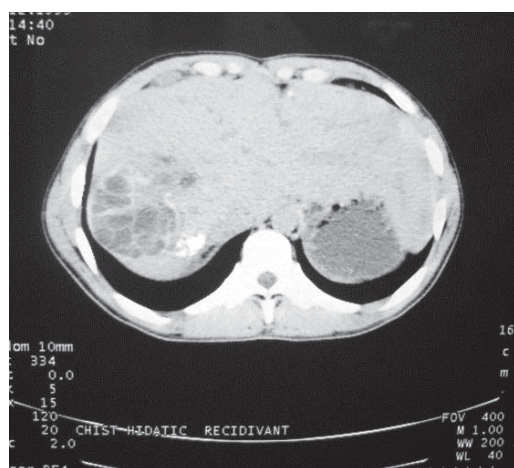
Tomografia computerizată – chist hidatic recidivant (↑), cu permisiune de reproducere [53]
